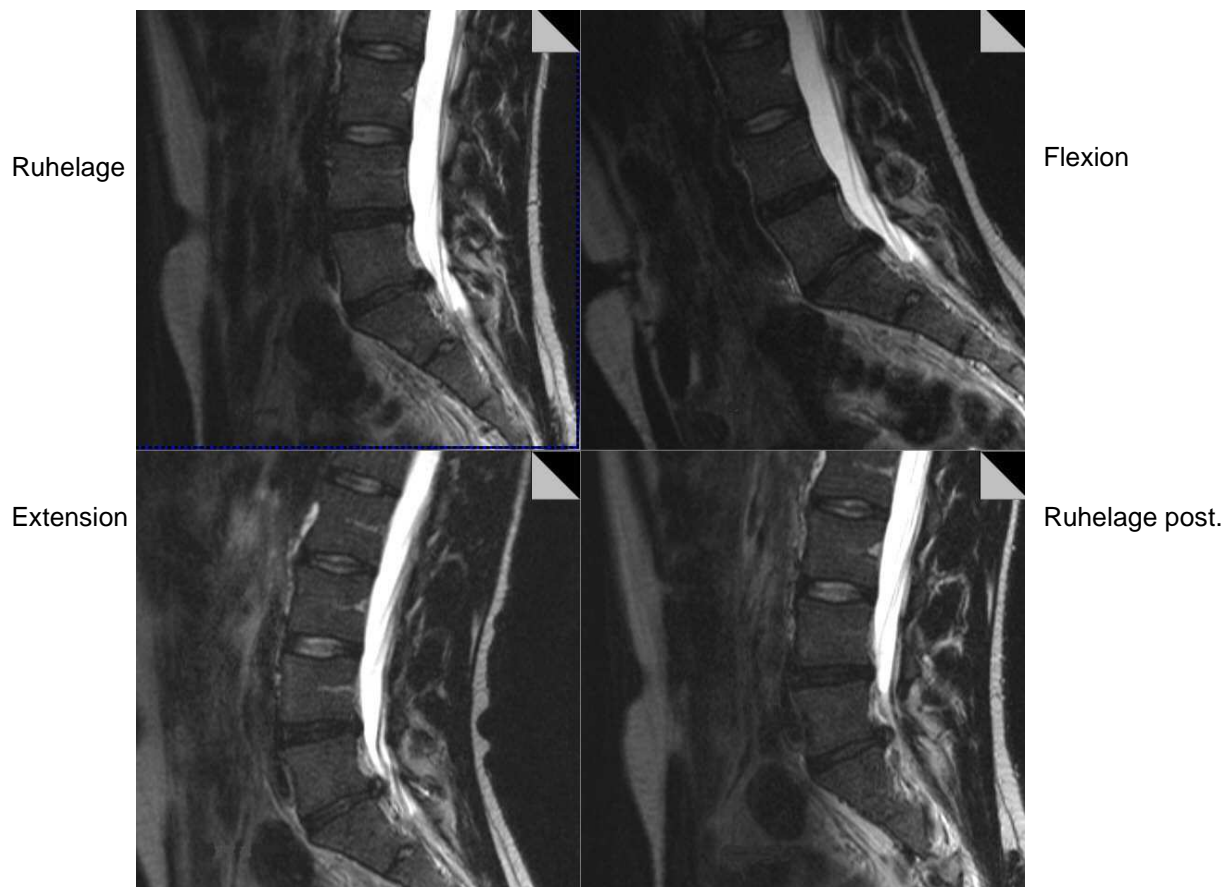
Positionen der Messung im MRT
